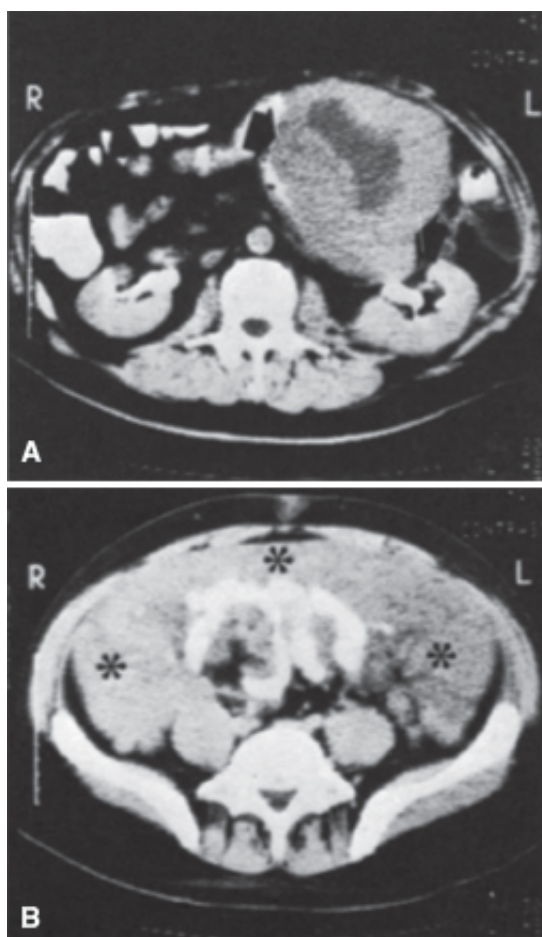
Tomografia computadorizada (TC) de abdome, evidenciando volumosa massa no
